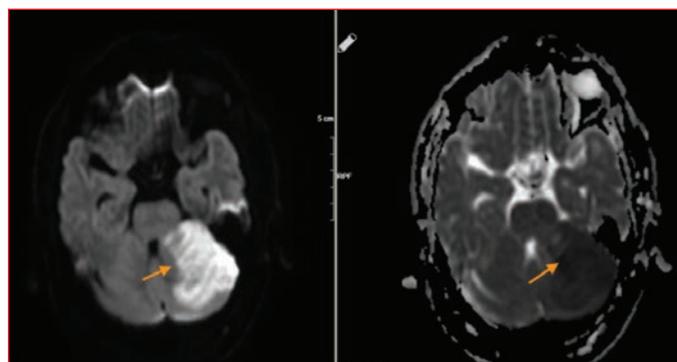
Diffusion MRI image of acute cerebral infarction.
